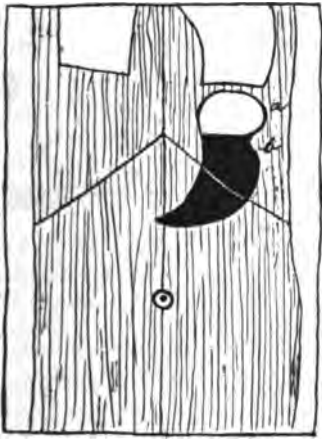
Röntgenogramm der „Incisura cardiaca“ bei normalem Magen. a) Fundus. b) Corpus.
